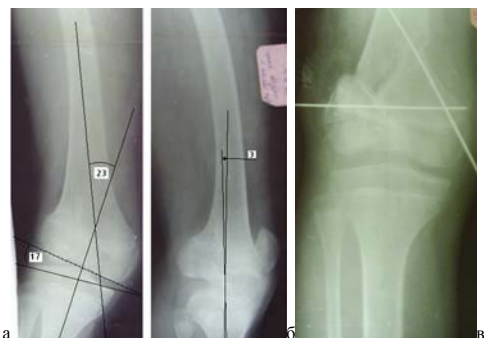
Рентгенограмма больной П. До операции: а – в прямой проекции, б – в боковой проекции, в – после операции в прямой проекции
